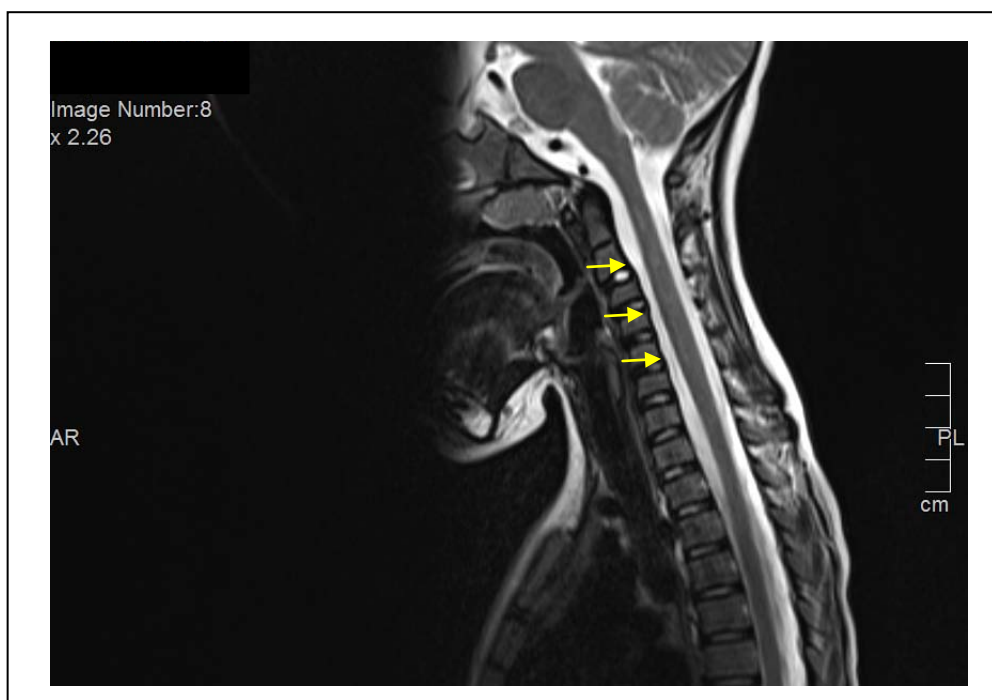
IRM médullaire en séquence T2, sur une coupe sagittale, montrant une moelle cervicale élargie, œdématiée, avec multiple lésions en hypersignal.
